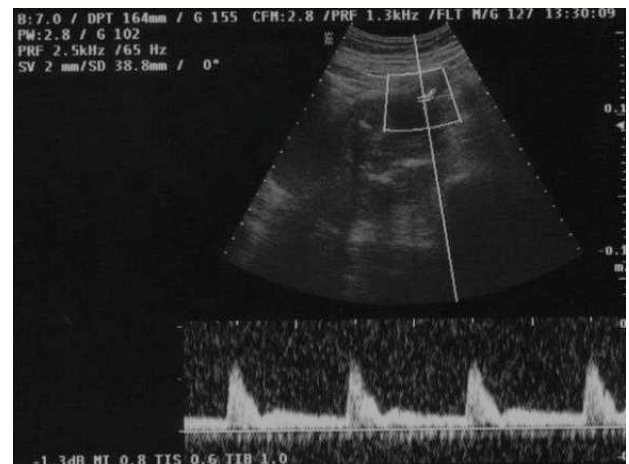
Doppler materno: notch protodiastólico en la arteria uterina izquierda.
